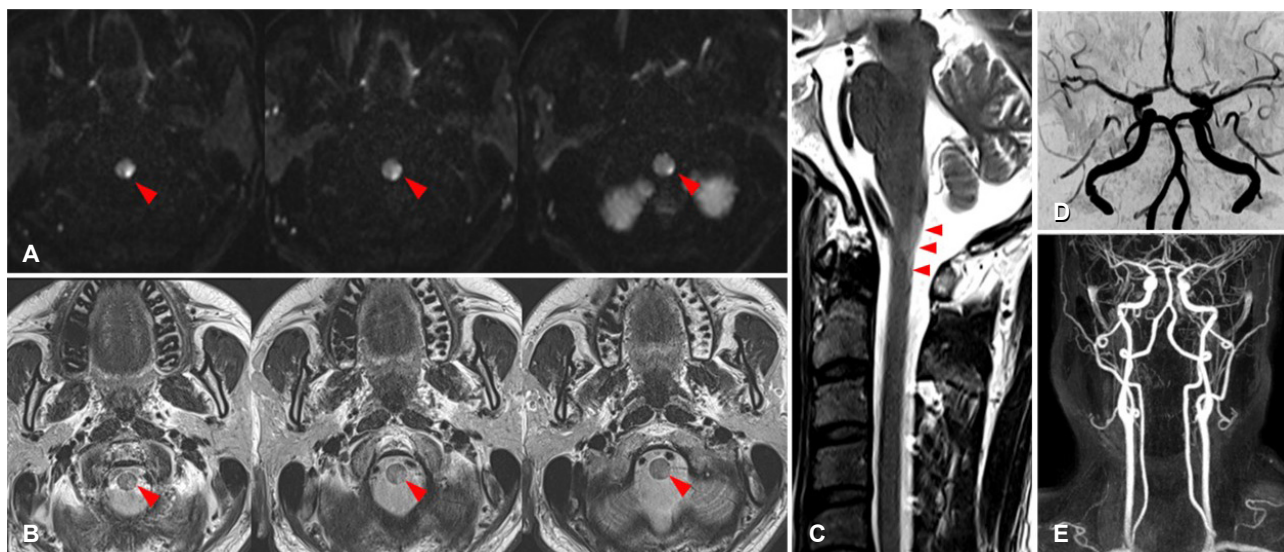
Brain and cervical-spine MRI of case 2. Diffusion-weighted images (A) and T2-weighted images (B) show high signal intensity lesions (red arrowheads) in the lateral portion of the left caudal medulla, which extended dorsomedially. On sagittal T2-weighted image, a high signal intensity lesion is shown from the lower medulla oblongata to the upper cervical spinal cord, C1 level (C). There are no significant abnormalities in the large arteries on time-of-flight (D) and contrast-enhanced MRA (E). MRI; magnetic resonance imaging, MRA; magnetic resonance angiography.
